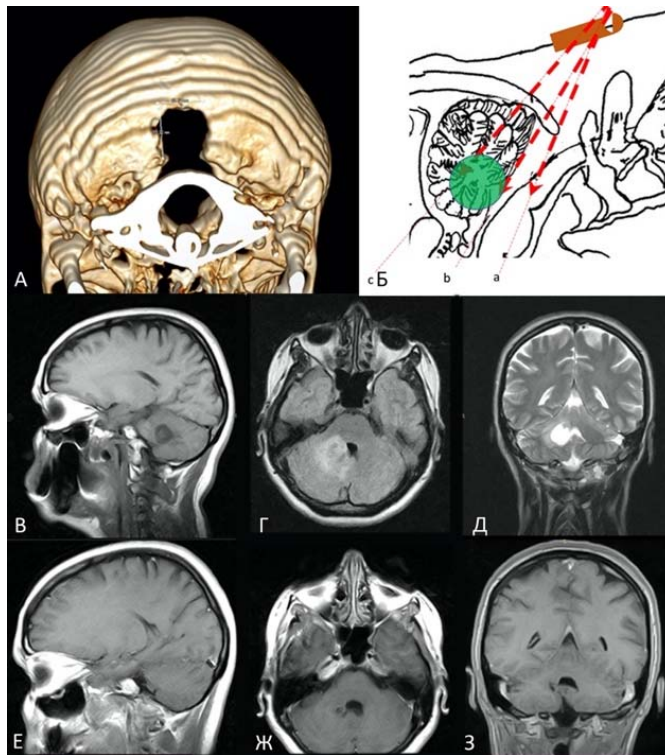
Пациентка Т-ева, 49 лет. Резекция затылочной кости 20 мм, пилоидная астроцитома мозжечка, А – 3D реконструкция послеоперационной КТ головного мозга; В, Г, Д – предоперационные МРТ снимки; Е, Ж, З – послеоперационные МРТ снимки
